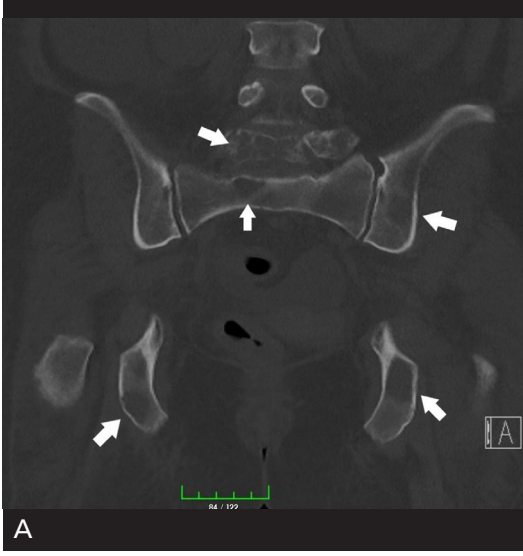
A-D. Blastik kemik metastazının BT ve MRG görünümü. (A) BT’de vertebra korpus ve posterior elemanlarında prostat kanserine bağlı sklerotik kemik metastazları. MRG’de sklerotik metastaz ile uyumlu T1A (B) ve T2A yağ baskılı (C) sekanslarda hipointens görünüm. (D) Kemik sintigrafisinde tüm kemikler değerlendirilerek yaygın kemik metastazı ile uyumlu tutulumlar izlenmektedir.
